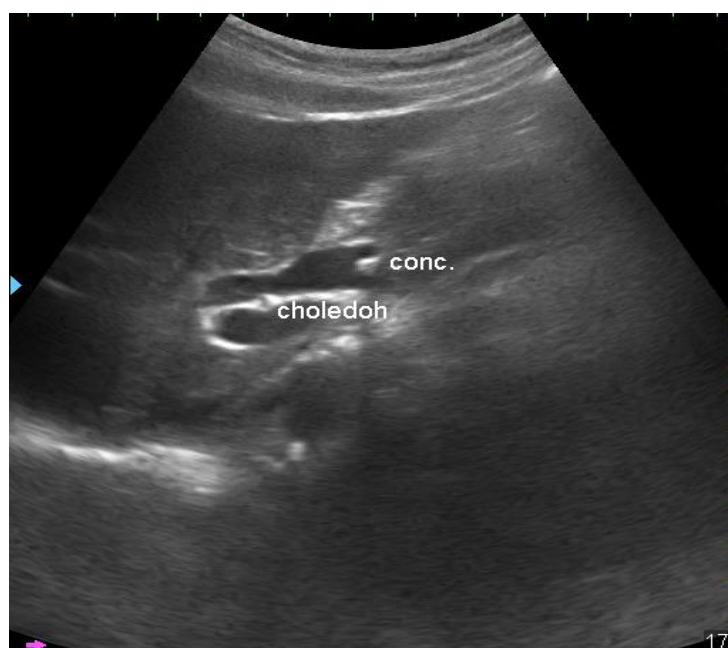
УЗИ. ЖКБ. Холедохолитиаз
